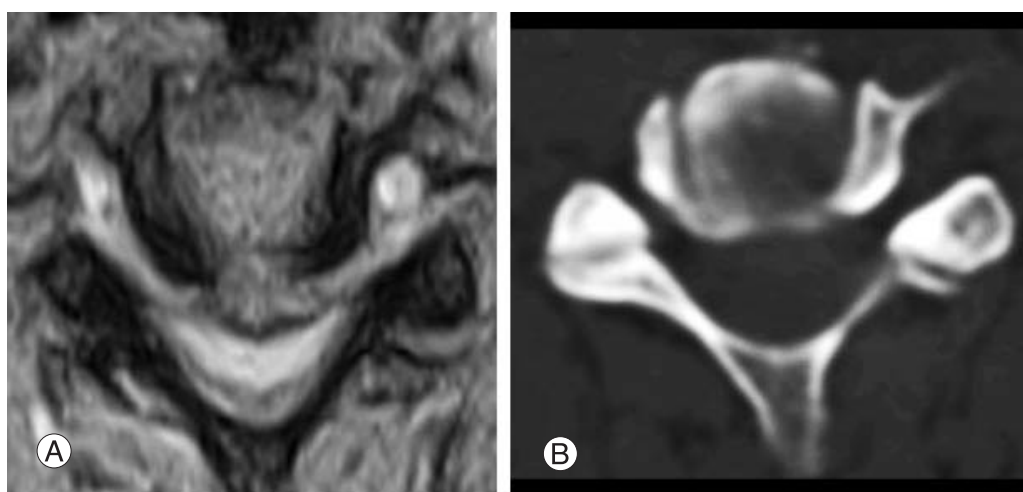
cervical myelopathy due to soft disc on axial view of T2 WI MRI and CT.
